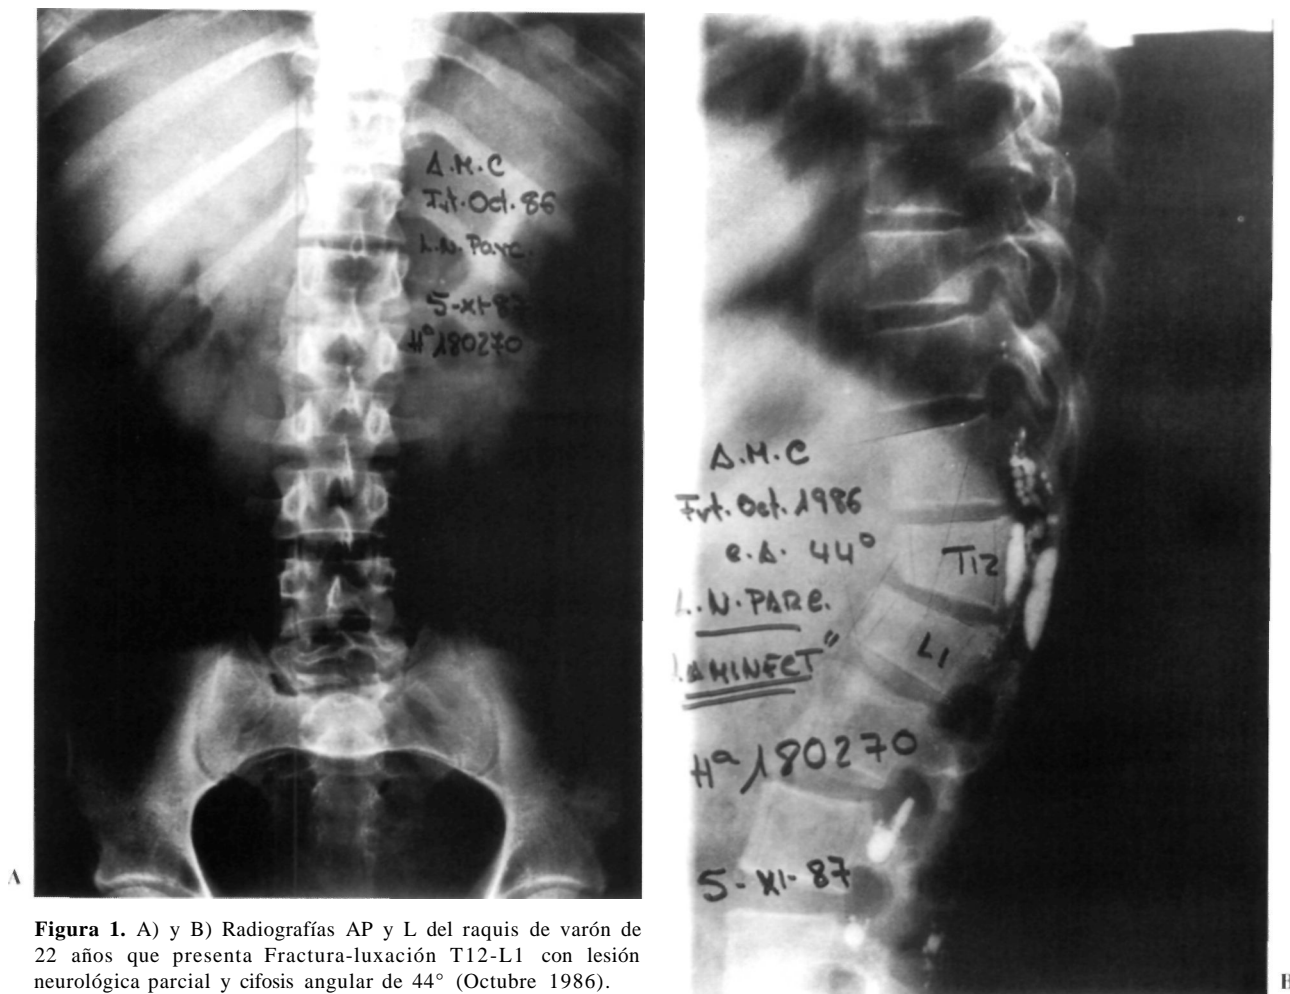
A) y B) Radiografías AP y L del raquis de varón de 22 años que presenta Fractura-luxación T12-L1 con lesión neurológica parcial y cifosis angular de 44° (Octubre 1986).
